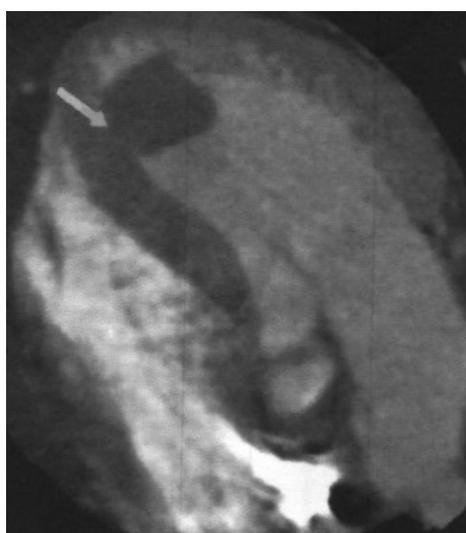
КТ з контрастуванням фіброми ЛШ
